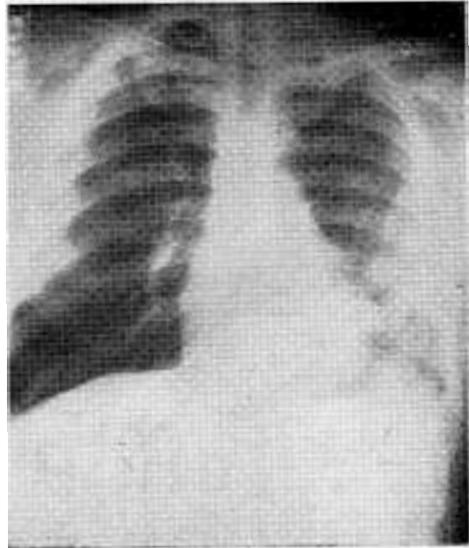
Caso V: M. I. Radiografía a los 2 meses de operado.
